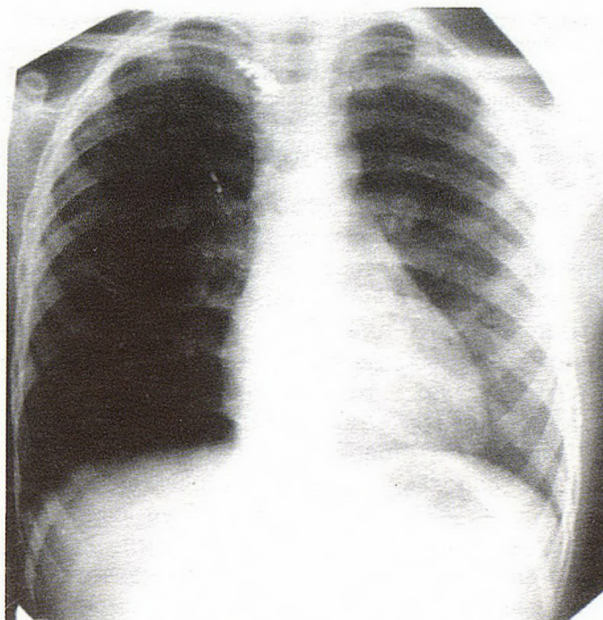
Рентгенография грудной клетки ребенка Г.Р., 6 лет, в прямой проекции — инородное тело не определяется
